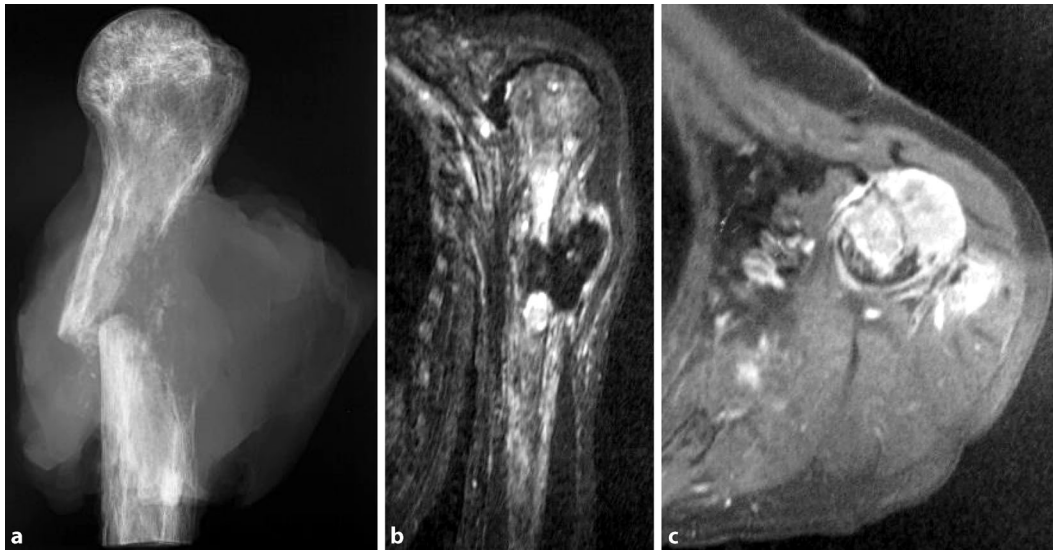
◀ 76-jähriger Patient mit Osteosarkom als Folge eines langjährigen unbehandelten Morbus Paget des proximalen Humerus. a Präparatröntgen, b Magnetresonanztomographie (MRT) koronar, c MRT axial. (Aus [10]; mit freundl. Genehmigung Schattauer Verlag)
